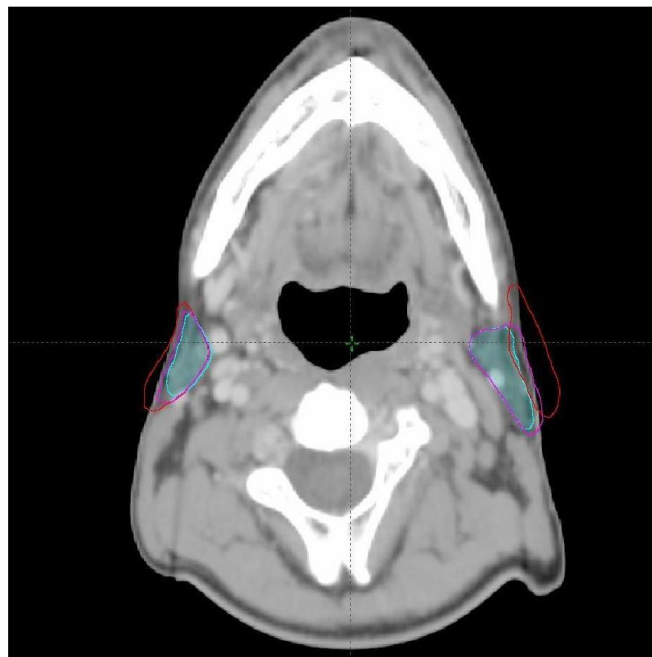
16 Variations volumétriques des deux glandes parotides : en rouge : volume du CT1 ; en magenta : volume du CT2 ; en cyan : volume du CT3.
